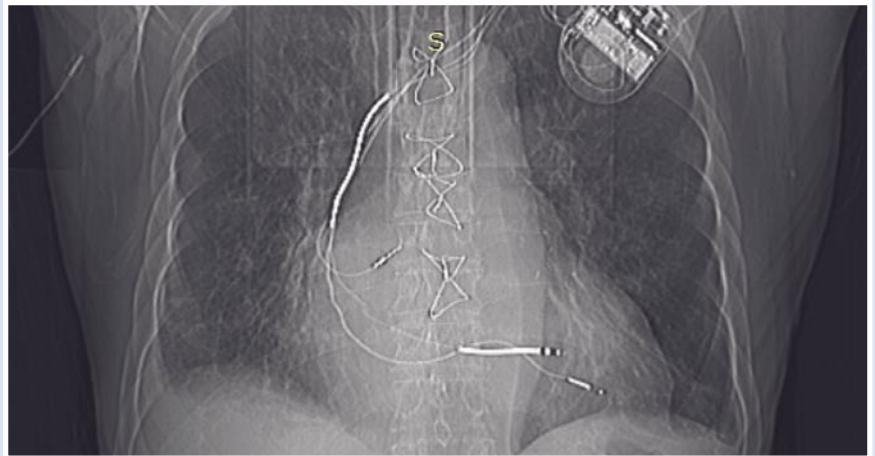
КТ-ангиограмма органов грудной полости.
